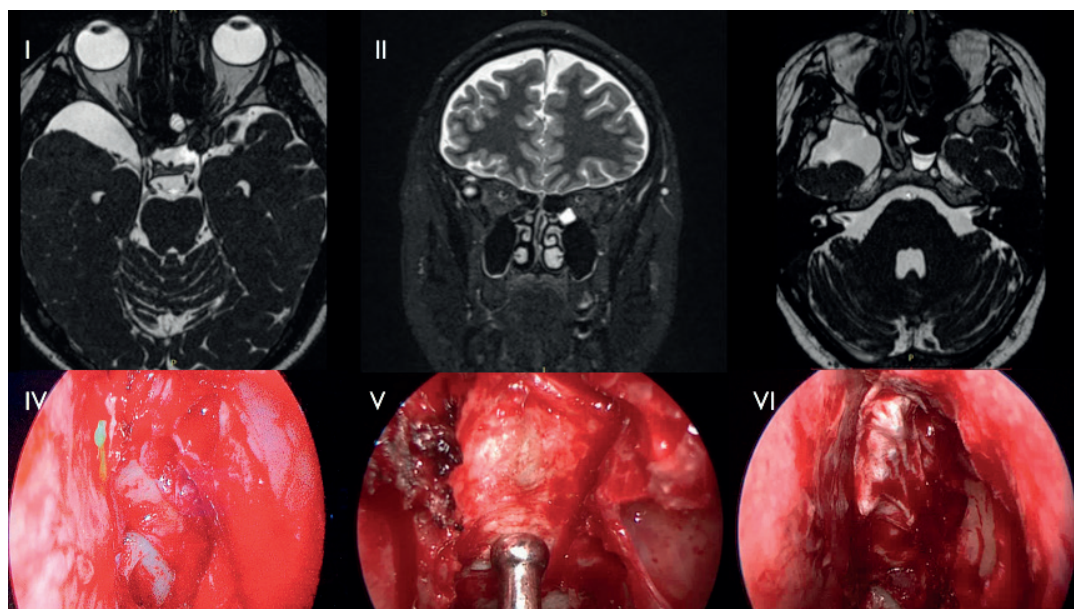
I-II MRI – T2 sequence cisternography depicting the presence of a scarce amount of cerebrospinal fluid in the area of lamina cribrosa. Unconfirming evidence of empty sella syndrome. III- intraoperative verification of the presence of meningocele in the right olfactory zone: IV- electrocautery with a monopolar in the area of the meningocele.
